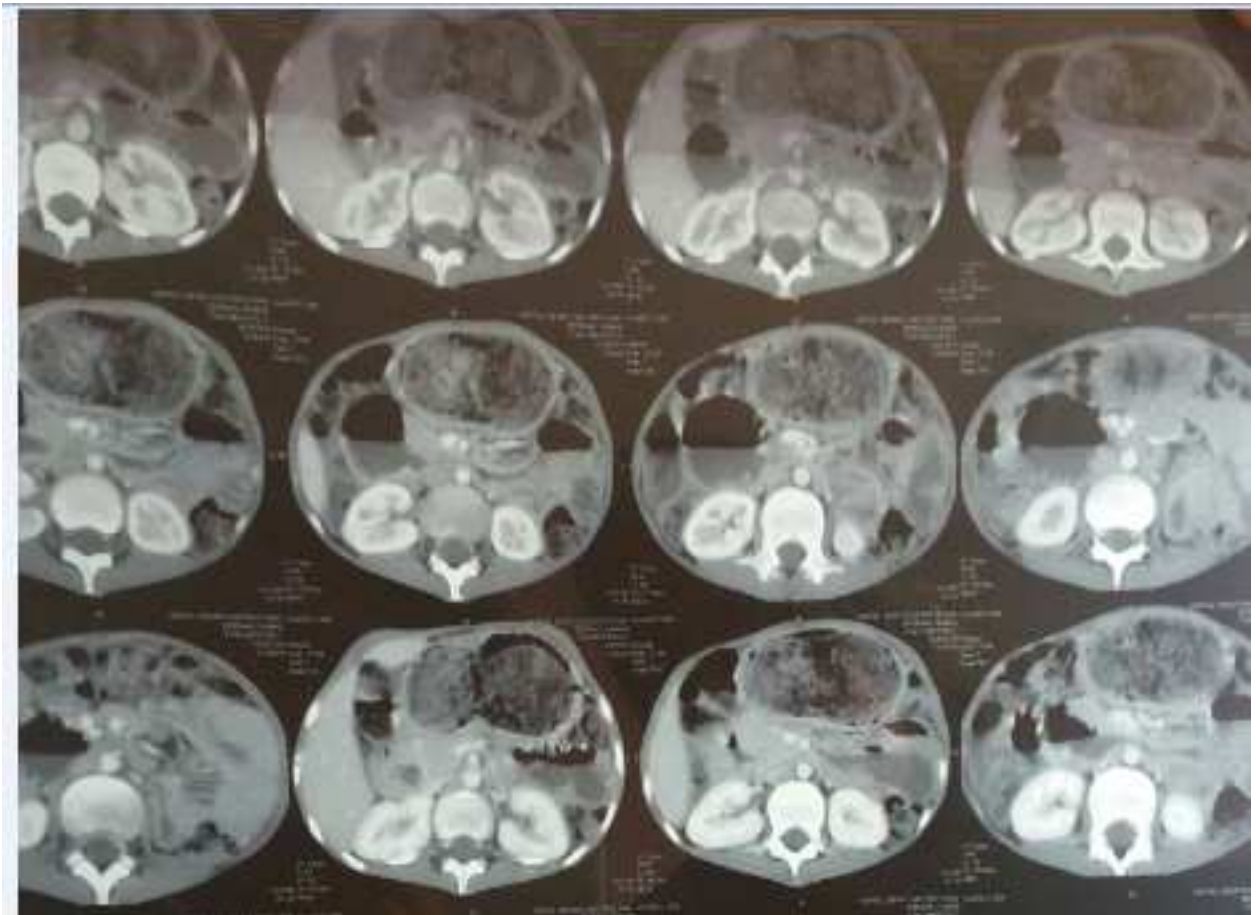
TDM abdominale : coupe sagittale. La cavité de l'estomac est remplie d'une grande masse hétérogène qui s'étend de l'ampoule duodénale au canal pylorique.
